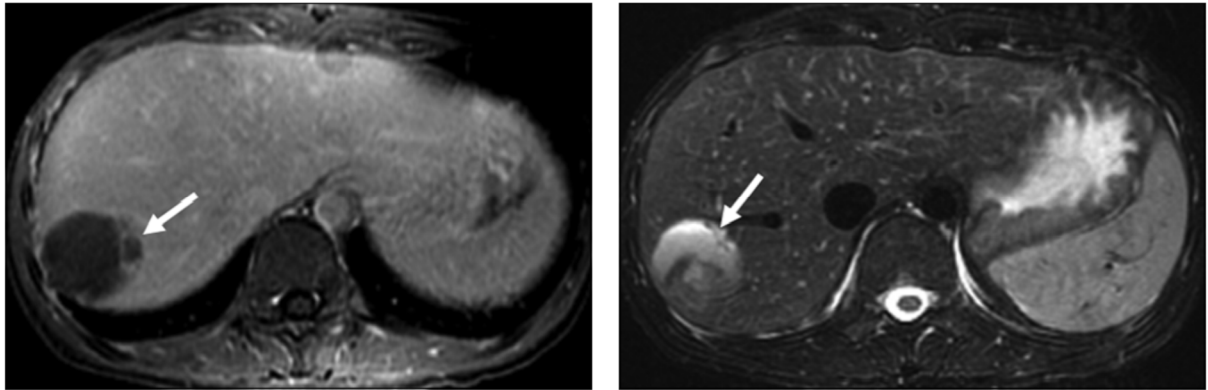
métastase hépatique unique au niveau du foie, d'une tumeur pseudopapillaire et solide du pancréas, sur une IRM.
